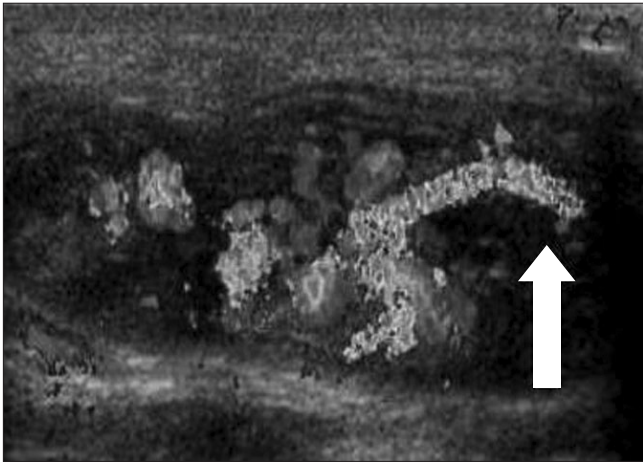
Color Doppler sonographic image showed a vascular mass including arterial blood flow of ulnar artery in the region of the hypothenar eminence (white arrow: ulnar artery).
